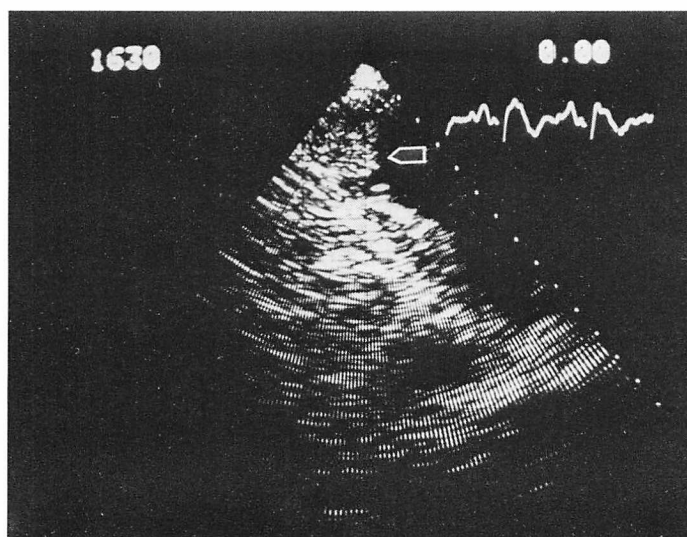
Cross-sectional echocardiogram from Case 1 after cerebral embolism.
